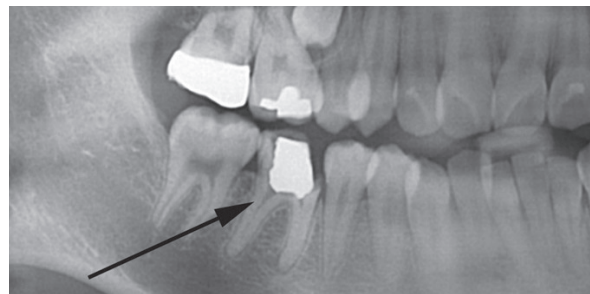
하악 우측 제1대구치의 방사선사진 상에서의 모습. 근관치료
